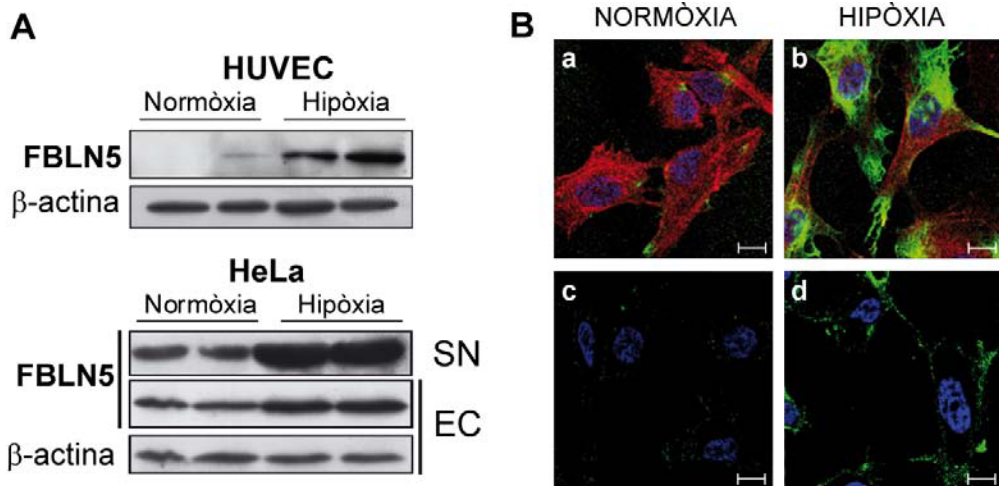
La hipòxia incrementa els nivells proteics de FBLN5 a nivell intracel·lular i extracel·lular. (A) Es van mantenir HUVEC i HeLa en normòxia o hipòxia durant 24 h. Els nivells proteics de FBLN5 dels extractes cel·lulars (EC) o dels sobrenedants (SN) de les cèl·lules en cultiu s'analitzaren per *Western blot*. Els nivells de β-actina s'utilitzaren com a control de càrrega. Es mostra una autoradiografia representativa de tres experiments independents realitzats per duplicat. (B) La localització de FBLN5 es va analitzar per immunocitoquímica en HUVEC mantingudes en normòxia (a, c) o sotmeses a hipòxia (b, d) durant 24 h. En cèl·lules permeabilitzades, la FBLN5 (verd) es va detectar a la regió perinuclear i a la perifèria cel·lular (a i b). La localització extracel·lular s'analitzà en cèl·lules sense permeabilitzar (c i d). Els nuclis es tenyiren amb Hoechst (blau), i els filaments de F-actina amb fal·loïdina (*Alexa Fluor 633*) (vermell) per tal de facilitar la visualització de les cèl·lules. Barres: 10 μm.
